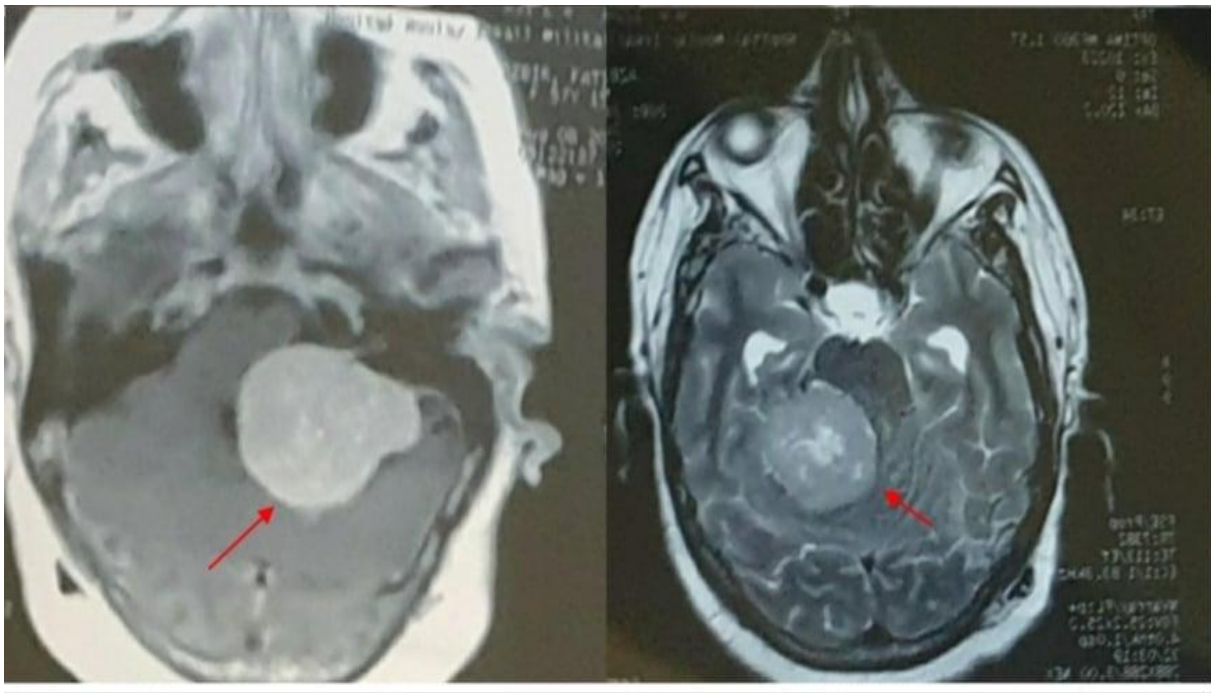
IRM cérébrale en coupe axiale en séquence T2 objectivant une image hyperintense de l'hémisphère cérébelleux droit entourée d'un œdème péri lésionnel important avec un petit bourgeon tumoral en périphérie : *Médulloblastome*.
